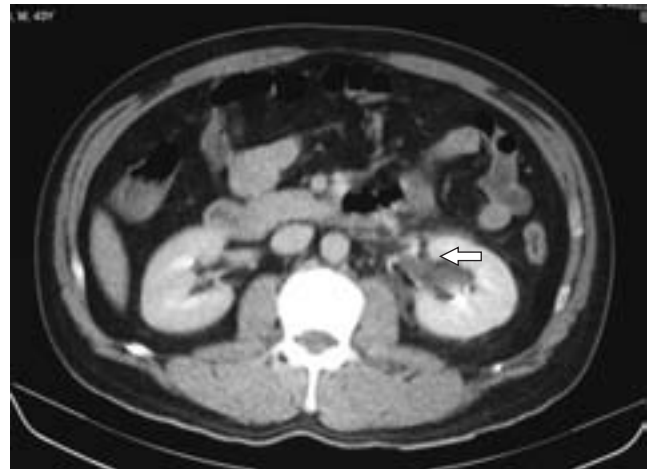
TC abdominal en fase de eliminación temprana. Se observa retraso en la eliminación renal izquierda, y presencia de líquido libre en espacio pararenal posterior, con imágenes lineales hiperdensas acordes con material de contraste a nivel del hilio renal (flecha) y que no pueden corresponder a vasos.
